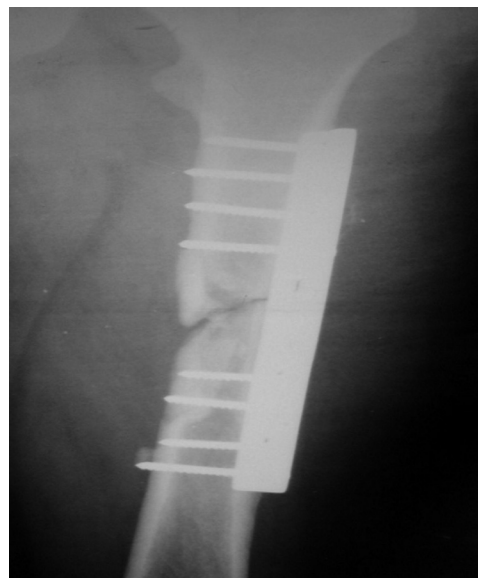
Рентгенограмма правой бедренной кости на момент поступления в стационар.
